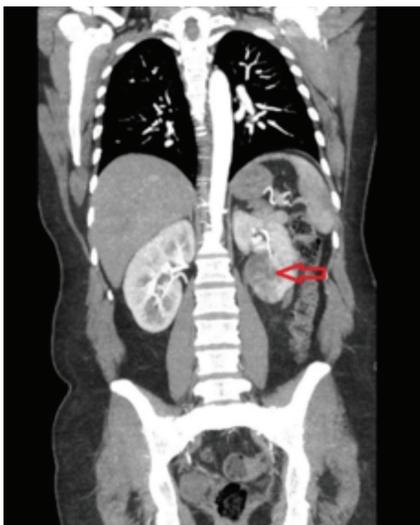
TAC toraco-abdomino-pélvica com enfarte renal esquerdo (seta).
